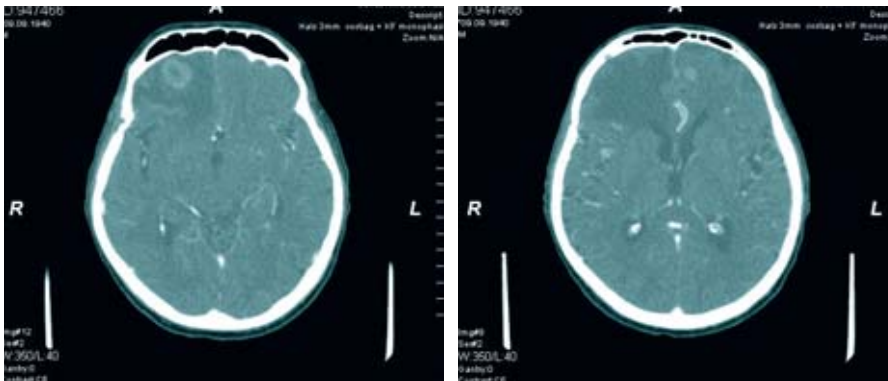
Computertomographie:
